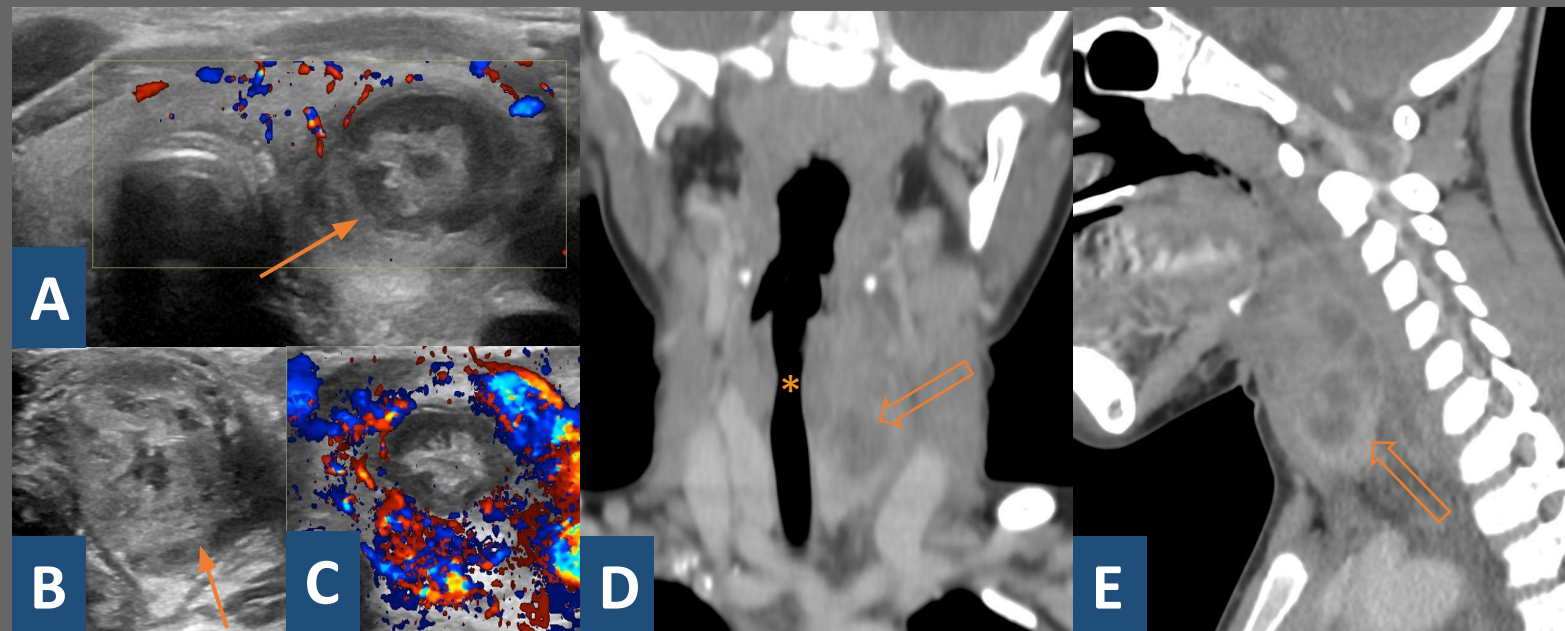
Las imágenes (A, B, C) muestran un estudio ecográfico en modo B y modo Doppler color, donde observamos una colección de contenido heterogéneo en el seno del lóbulo tiroideo izquierdo (*flecha*) que muestra marcada hiperemia con Doppler color. Las imágenes (D, E) muestran corte coronal (D) y sagital (E) donde se objetiva una colección hipodensa de morfología anfractuosa en el lóbulo tiroideo izquierdo (*flecha hueca*) que asocia cambios inflamatorios en la grasa adyacente y cierto efecto de masa sobre la vía aérea (*) sin compromiso de la misma.
